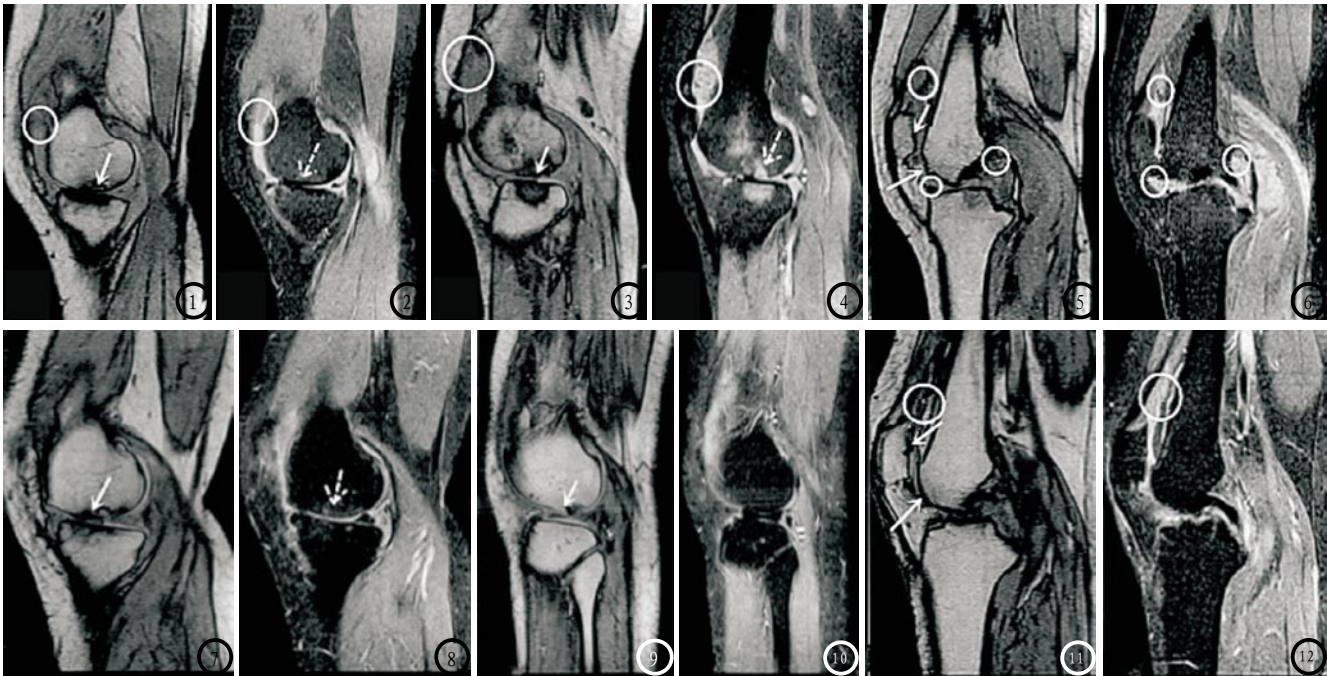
为RA组患者MRI图像。图1-2为内侧胫骨关节；图3-4为外侧胫骨关节，其中“✓”表示软骨下骨髓片呈低信号状态，“O”为滑膜出现弥散肥厚或增生，“↖”表示软骨下骨髓片呈高信号状态；图5-6为髌骨关节，其中“✓”表示软骨呈不规则变薄或消失，“O”为滑膜出现弥散肥厚或增生。图7-12 为OA组患者MRI图像。图7-8为内侧胫骨关节，其中“✓”表示软骨呈不规则变薄或消失，“↖”软骨下骨髓片呈高信号状态；图9-10为外侧胫骨关节，其中“✓”表示软骨外形完整；图11-12为髌骨关节，其中“✓”表示软骨呈不规则变薄或消失，“O”为髌上囊滑膜增生。
